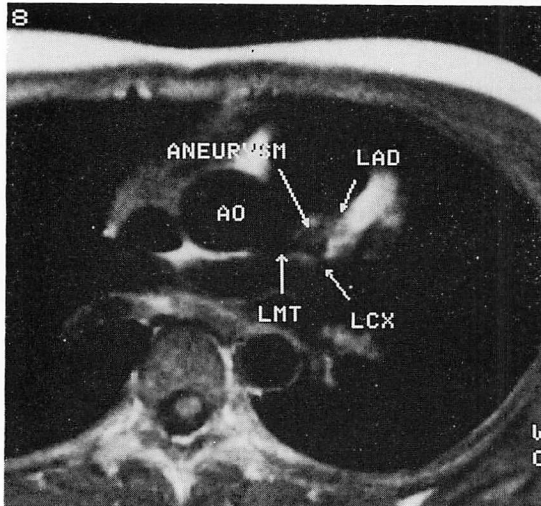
MR image of the coronary artery in a patient of Kawasaki disease (10-year-old girl).
